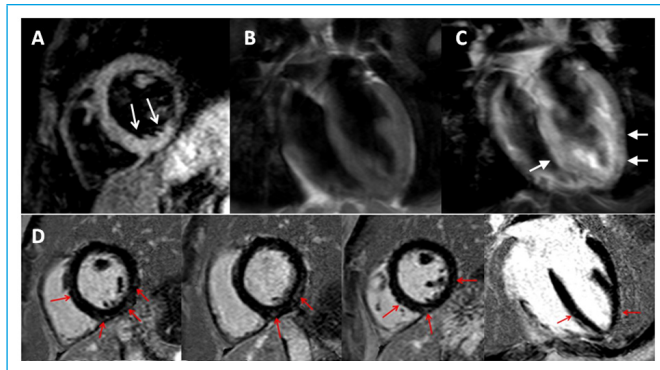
Estudio de cardio-RM. A: eje corto secuencia STIR; B: plano de cuatro cámaras TSE; C: plano de cuatro cámaras TSE; D: realce tardío eje corto y cuatro cámaras. Las flechas señalan las zonas de inflamación y fibrosis
